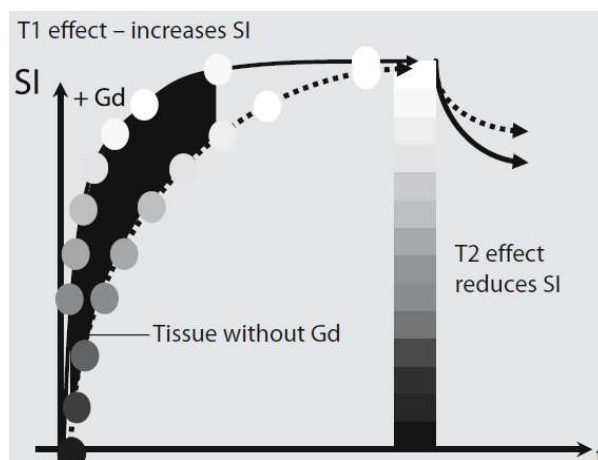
Variação da intensidade de sinal ao longo da curva do tempo de relaxação de um tecido com e sem administração de Gadolínio. A diminuição do tempo de relaxação T1 resulta num aumento da intensidade de sinal em imagens adquiridas com uma ponderação T1 (TR curto). Se forem utilizados TRs longos não se verificará nenhuma alteração do sinal do tecido, a não ser pelo aumento do efeito T2 resultante da presença de elevadas concentrações do agente de contraste nesse tecido (Adaptado de: *How does MRI work An Introduction to the Physics and Function of Magnetic Resonance Imaging* (36)).
